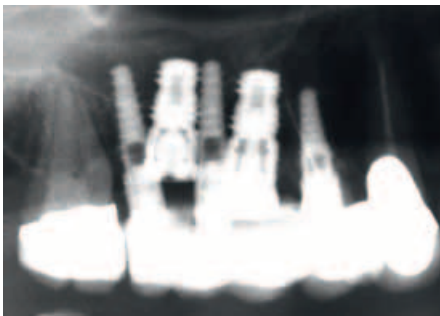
Röntgenkontrolle nach Implantation mit 2 definitiven und 3 provisorischen Implantaten regio 15/16.
